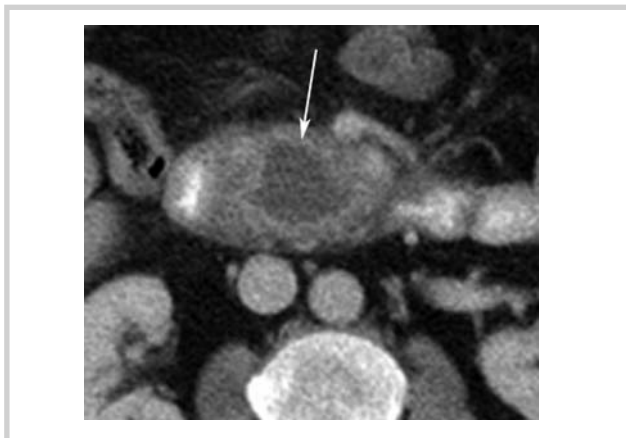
Компьютерная томограмма больного Л.
